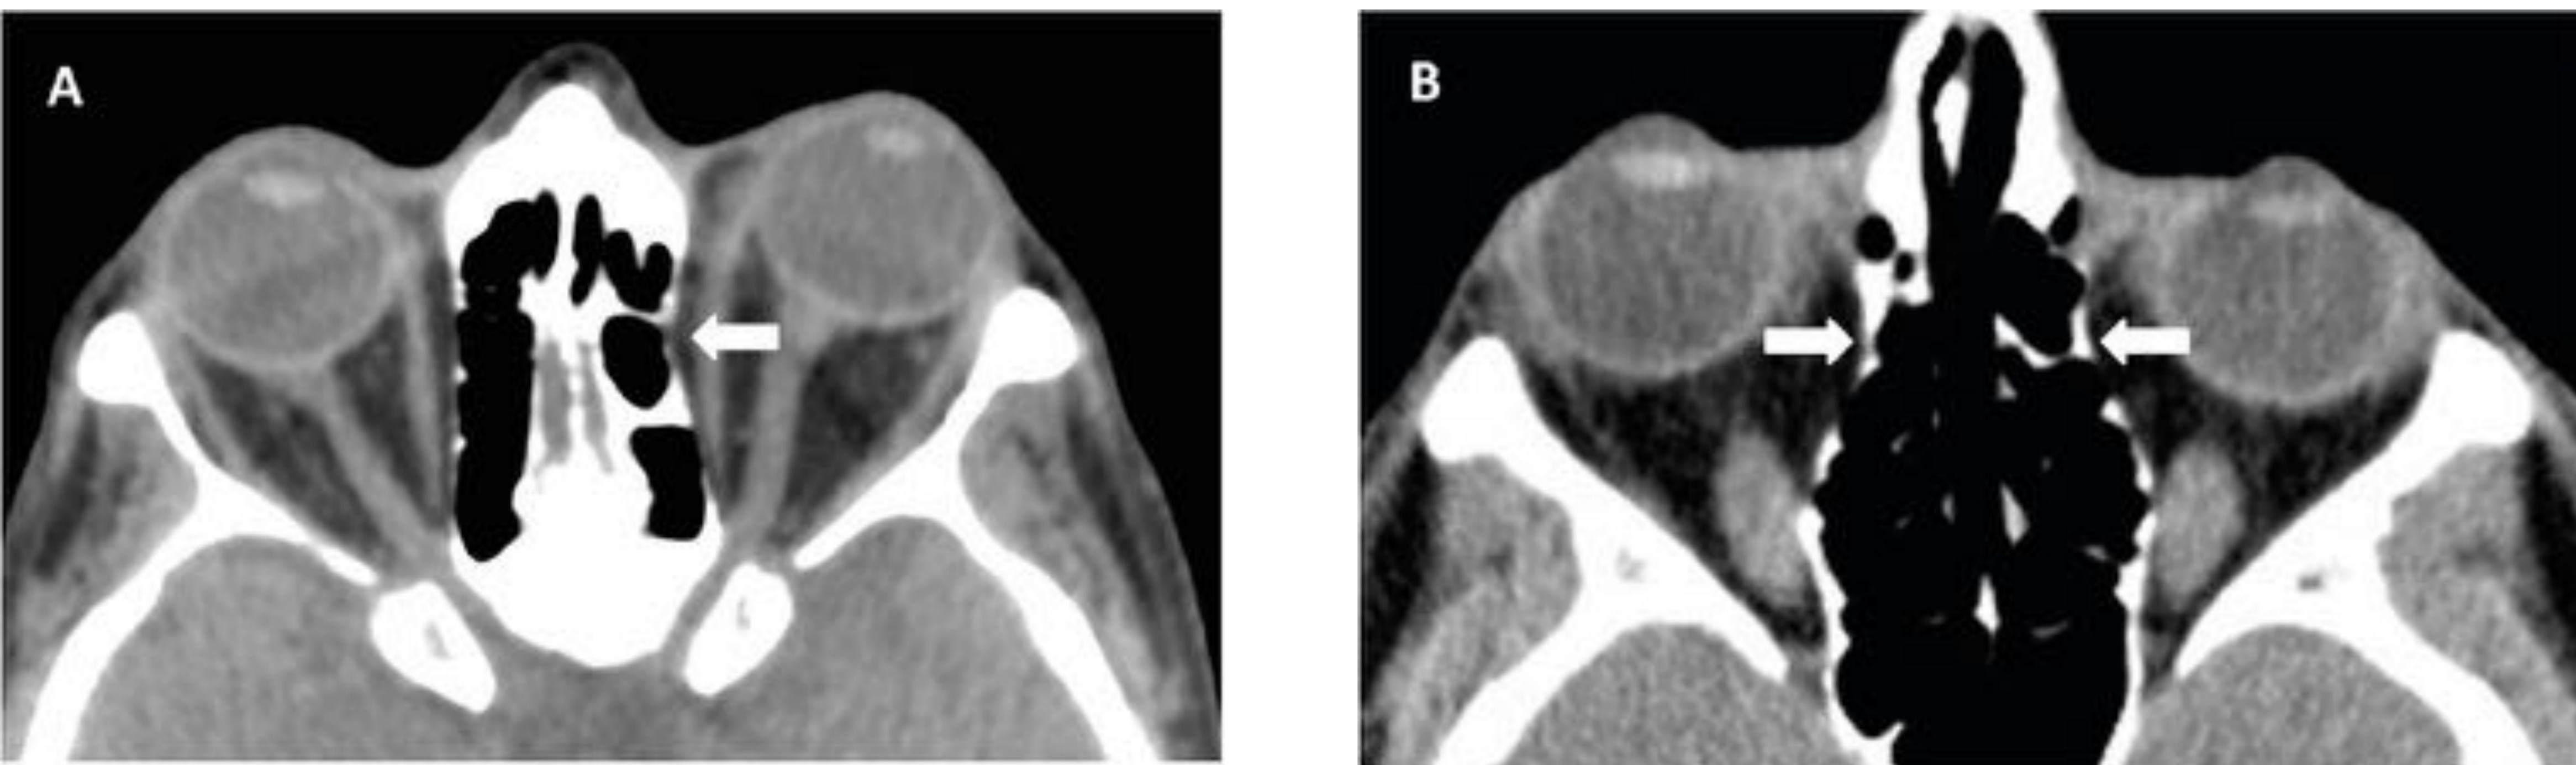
Descompresión orbitaria espontánea medial. TC axial sin contraste de dos pacientes con orbitopatía tiroidea. (A) Proptosis unilateral izquierda. Remodelación leve de la lámina papiácea del etmoides izquierdo (flecha), que normalmente debe seguir un curso paralelo a la del lado contralateral. (B) A medida que progresa la afectación, se produce una mayor remodelación de la lámina papiácea que favorece la descompresión espontánea de la órbita. El engrosamiento de los ventres musculares con respecto del tendón anterior muestra una apariencia de botella de Coca-Cola, (signo de la botella de Coca-Cola.)
